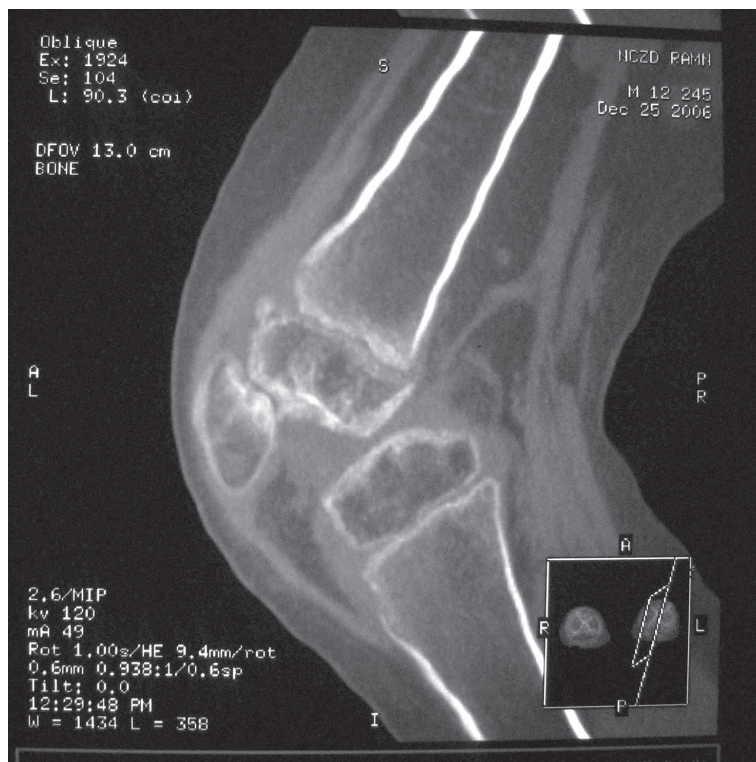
Компьютерная томография коленных суставов.
